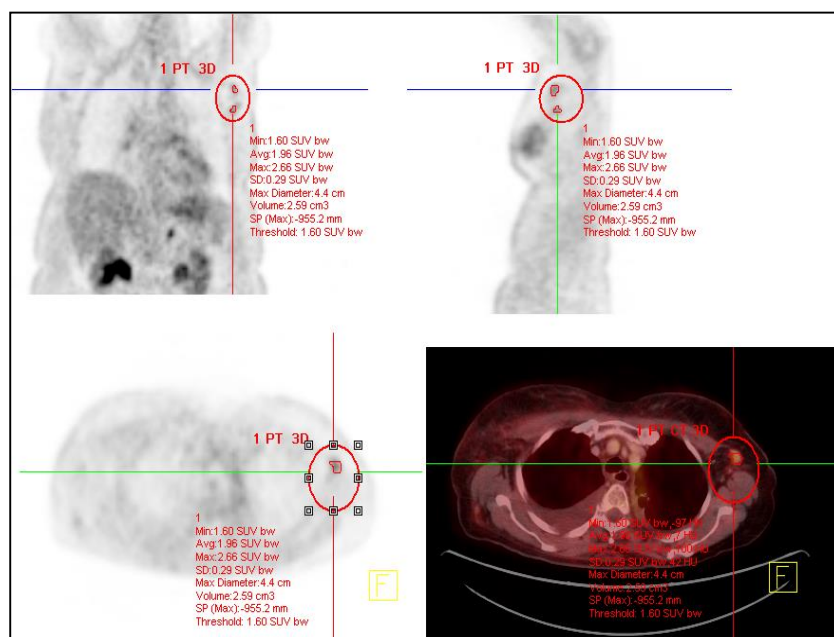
Adenopatía axilar de SUV_{med35} 1.96.
